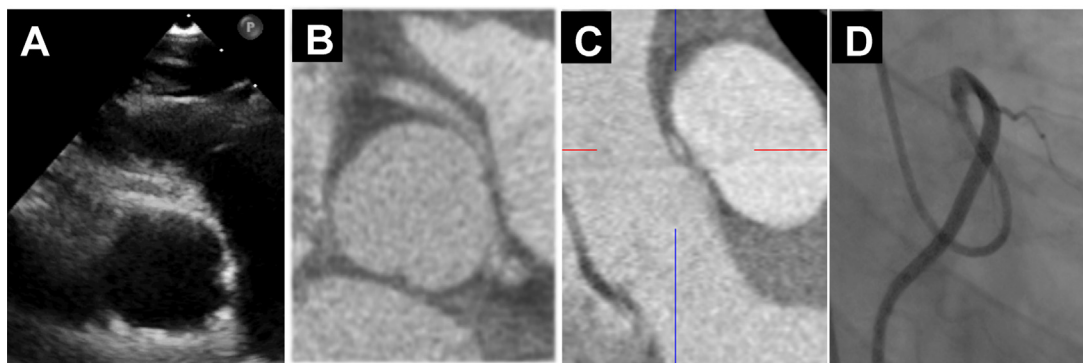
Anomalie de connexion coronaire droite suspectée par un échocardiogramme (panel A) réalisé chez un adulte de 18 ans (lipothymie après un effort) et confirmée par un scanner coronaire (panel B) avec un aspect ovoïde (panel C) et avec un aspect effilé visible sur la coronarographie (panel D) évoquant un trajet intramural.
